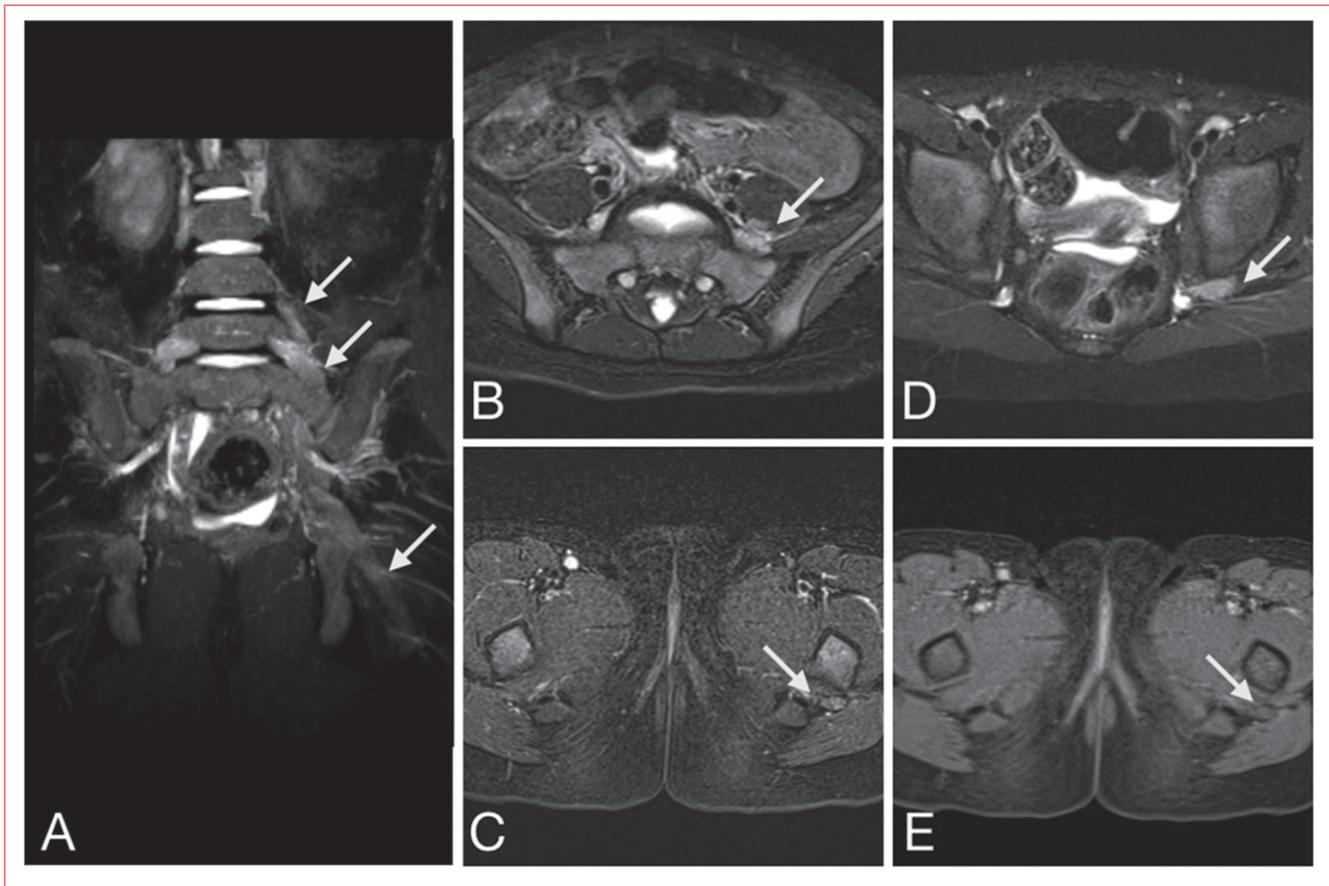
Imágenes de RM con protocolo de neurografía de plexo lumbar de la paciente 6, 7 meses de evolución. (A) STIR 3D coronal con reformateo MIP de 10 mm de espesor, (B,C,D) axial con peso T2 y saturación grasa con técnica DIXON a nivel de columna lumbar, pelvis y muslo superior respectivamente y (E) axial con peso T1, saturación grasa con técnica DIXON y contraste endovenoso. Las imágenes muestran marcado aumento de la señal T2 y engrosamiento de las raíces de L4 y L5 que se extienden hacia caudal comprometiendo el nervio ciático hasta el muslo (flechas). No se observa refuerzo anormal asociado. No se identifican signos de denervación en los grupos musculares visibles.
